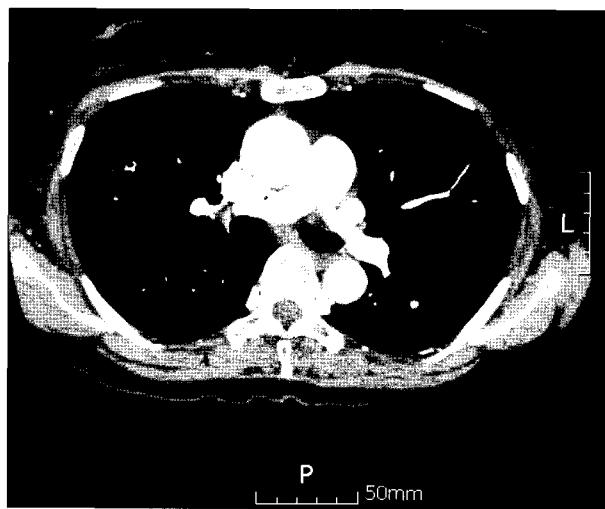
Chest CT scan checked 7 months after injury showing no evidence of pulmonary embolism.
